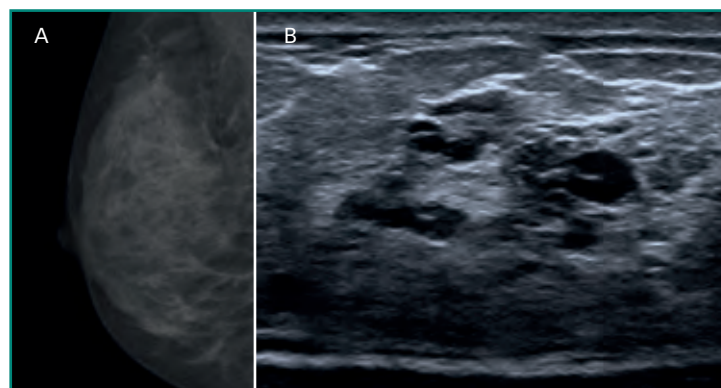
Mastopatía fibroquística. A: mama normal muy densa; B: ecografía de pequeños quistes en tejido glandular denso.
